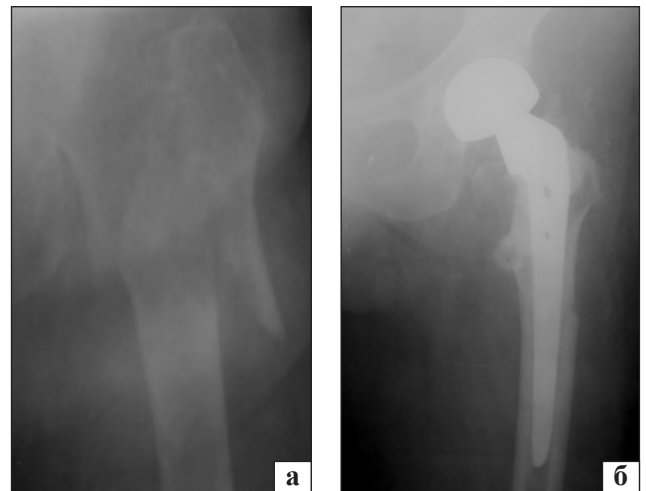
Рентгенограми хворої Л., міжвертлюговий перелом лівої стегнової кістки зі зміщенням відламків: а) до операції; б) після однополюсного біполярного ендопротезування лівого кульшового суглоба
